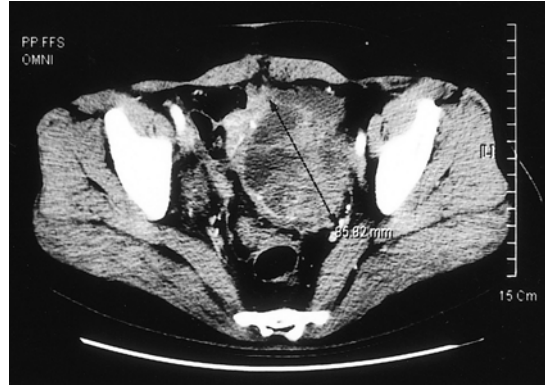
CT finding of ovarian tumor in lower abdomen. Contrast enhanced CT scan shows irregular lobulated margined heterogenous enhanced solid tumor with septated cystic mass at left ovary.
